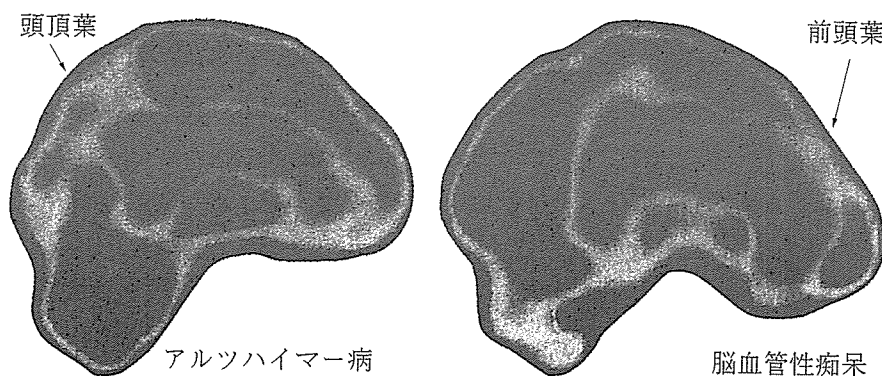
アルツハイマー病と脳血管性痴呆患者さんの脳血流シンチ (SPECT) 所見
